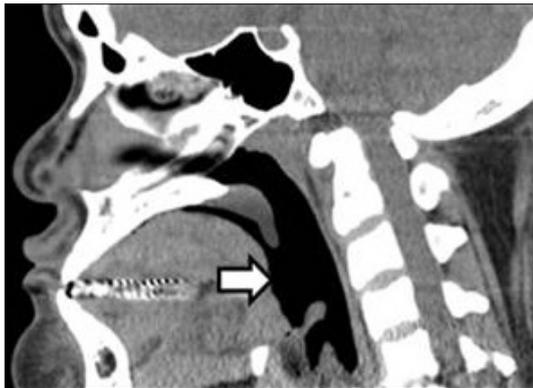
Postoperative 6 months neck CT finding. Posterior airway space has been remarkably widened after operation.
